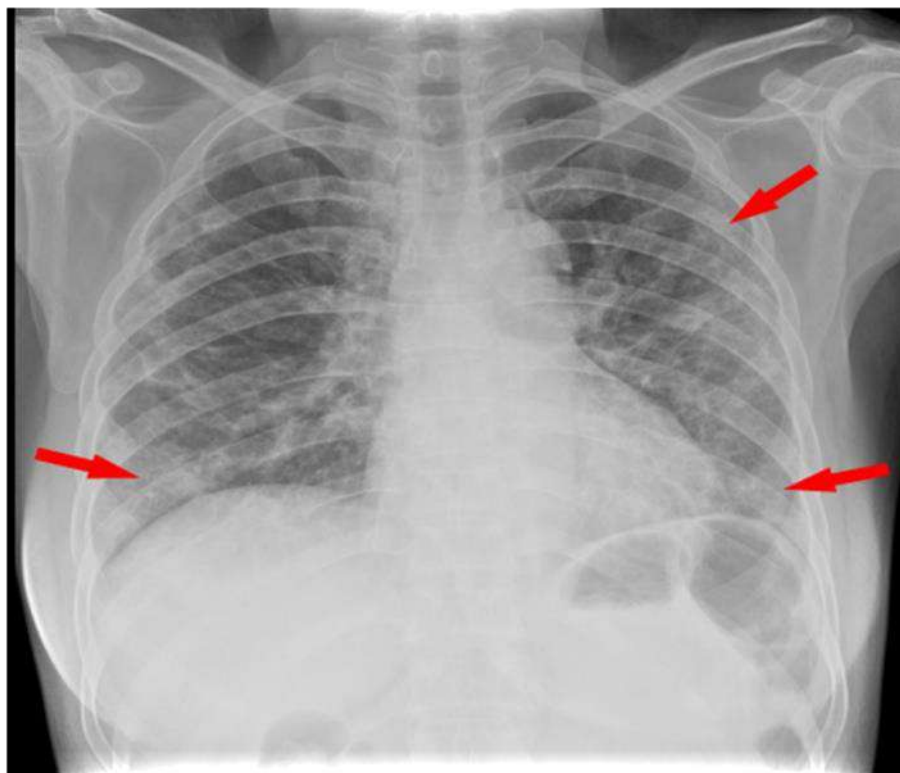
Рентгенографія органів грудної клітки: двобічна полісегментарна пневмонія, розширення тіні серця
